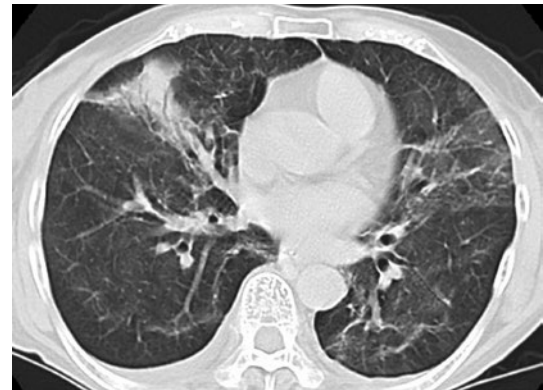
入院時胸部CT写真。びまん性にすりガラス陰影が出現している。右S⁴はair bronchogramを伴う浸潤陰影を呈している。両側に少量の胸水を認める。
